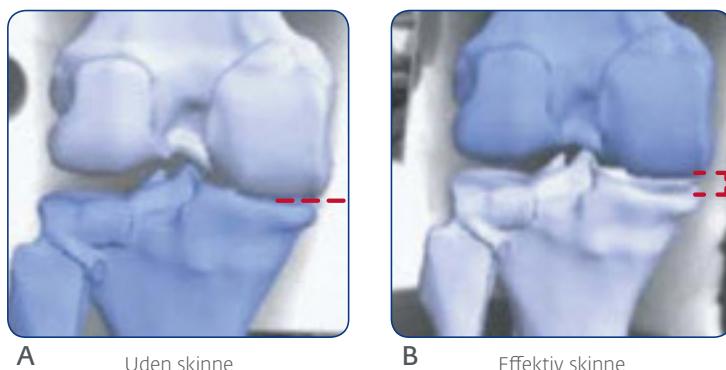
3D overflademodel af det distale aspekt af femur og de proksimale aspekter af tibia og fibula, skabt ud fra en CT-scanning<sup>29</sup>. I denne undersøgelse blev der udført, målt og sammenlignet kondylar separation under gang med 5 forskellige OA-skinner samt en placebo-skinne på 5 individer. OA Adjuster var den ene af de to skinner som blev dokumenteret effektiv til at give kondylar separation ved hælnedslag.
